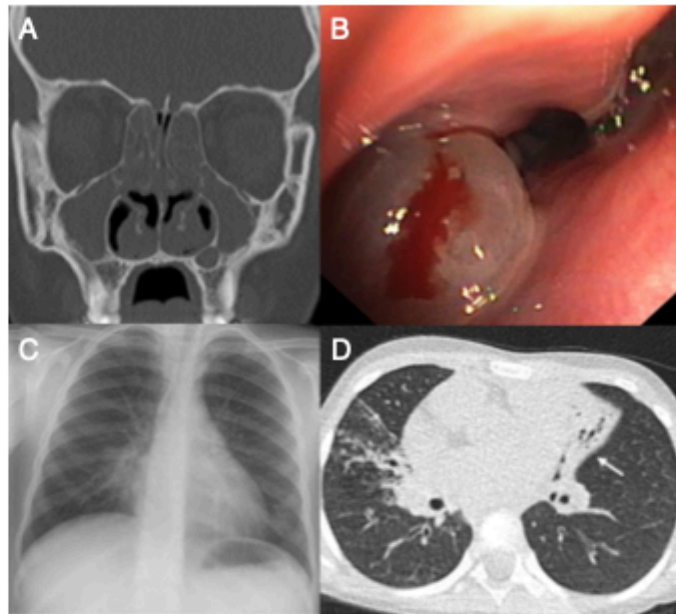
(A) Tomografia computadorizada (TC) coronária de um indivíduo de 17 anos com DCP mostrando sinusite difusa com espessamento mucoso e pólipos (mesmo paciente). (B) Visão endoscópica mostrando pólipos nasais (mesmo paciente). (C) Radiografia de um indivíduo de 6 anos com DCP mostrando atelectasia do lobo médio, com a silhueta da borda do coração direito visível. (D) Tomografia de tórax de um indivíduo de 6 anos com situs inversus totalis, evidenciando extensa bronquiectasia com perda de volume no lobo médio esquerdo (seta branca). Além disso, observam-se consolidações e impacto mucoso no lobo superior direito.
